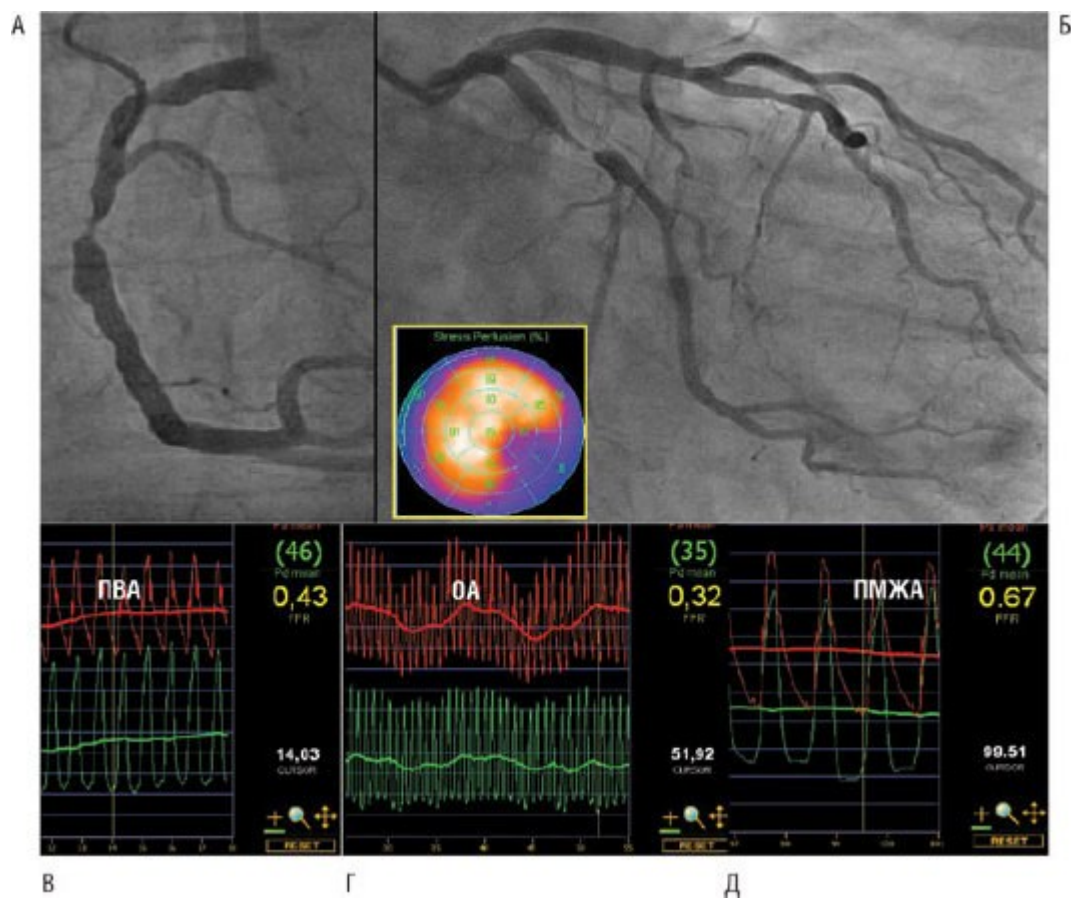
Мужчина 69 лет с выраженной стенокардией. Сцинтиграфическое исследование кровоснабжения миокарда показало обратимый дефект в нижнебоковых сегментах. При ангиографии выявлено значимое сужение ПВА и ОА ЛВА, которые не требуют измерения давления. Однако стеноз в средней трети передней межжелудочковой артерии, представлявшийся ангиографически незначимым, оказался гемодинамически значимым. Этот стеноз не был выявлен при сцинтиграфии, так как накопление изотопа значительно хуже в бассейне огибающей артерии, чем в бассейне передней межжелудочковой артерии.
